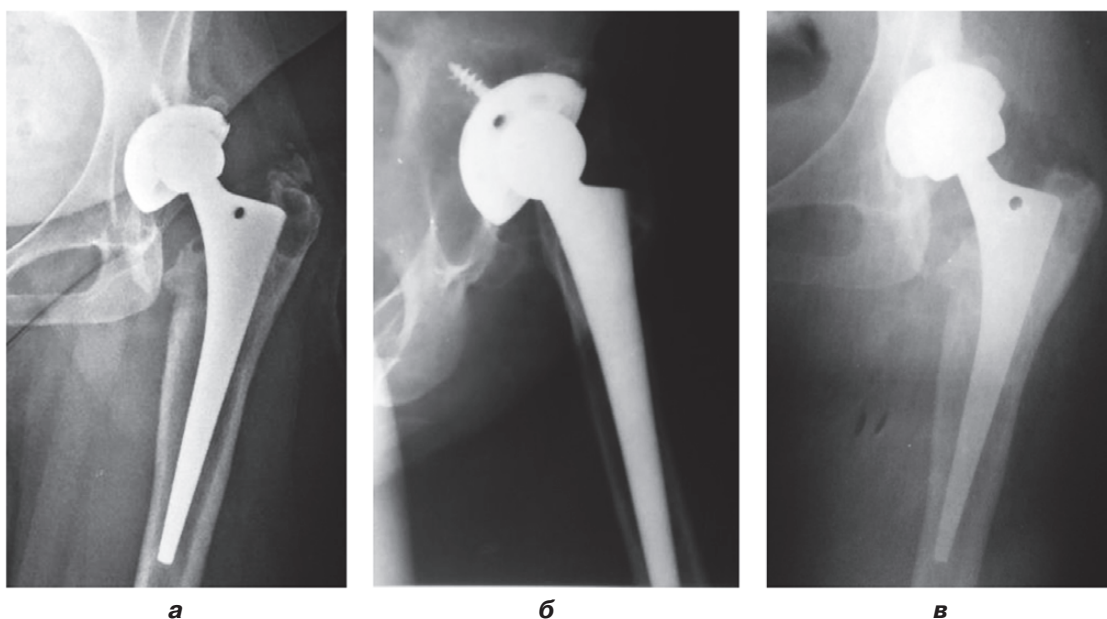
Хвора К., 37 років: рентгенограми до операції, з ознаками стирання полімеру в парі тертя ендопротеза (а, б); рентгенограма після операції, заміна пари тертя (головки і полімерного вкладиша) ендопротеза лівого кульшового суглоба (в)
